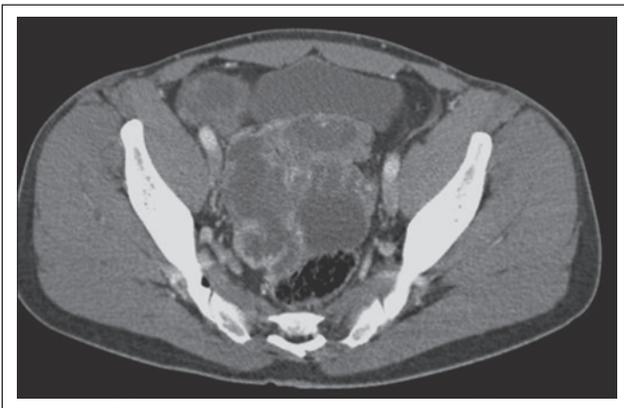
CT-Bild multipler DSRCT-Knoten im Unterbauch
